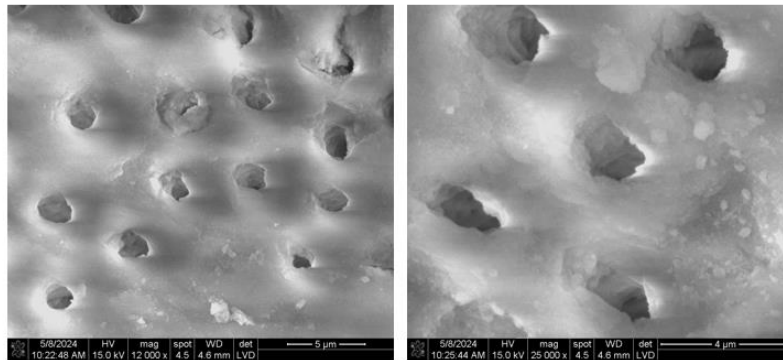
Imagen de SEM a 12000x y 25000x de tercio apical. Biofilm de *E. faecalis* y *P. gingivalis*. Después del tratamiento con Ultrasonido a 45kHz irrigado con NaOCl 5.25%.
